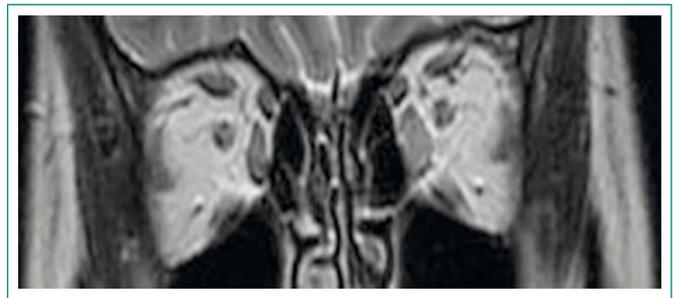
Imagen de RMN orbitaria, plano coronal: miositis del músculo recto interno izquierdo
